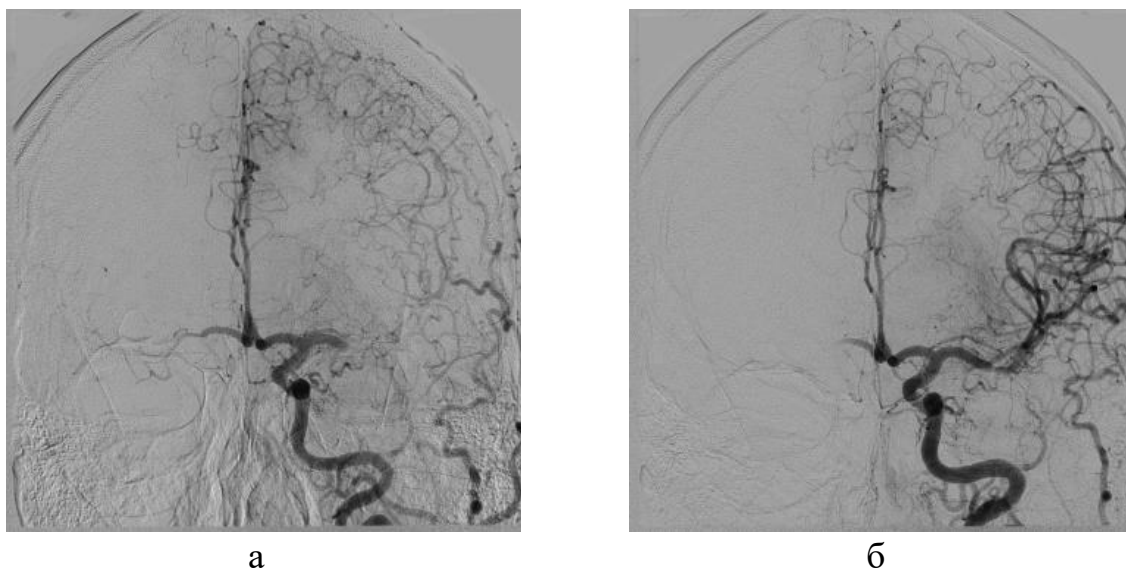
Рентгенконтрастная церебральная ангиография пациента Ц., (И/б 32949-2022) артериальная фаза: окклюзия М1 сегмента левой СМА с контрастированием дистальных ветвей (а), антеградная реперфузия М1 сегмента левой СМА после выполнения тромбоаспирации (б)
